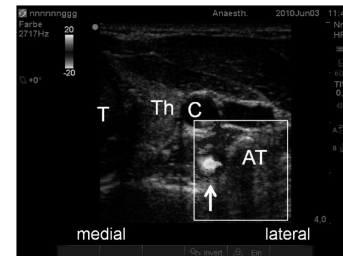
Sonoanatomy of the left anterior cervical region of C6 in a subject with an extralaminar vertebral artery (Doppler image, arrowhead) located immediately medial to the anterior tubercle (Chassaignac tubercle). AP indicates anterior tubercle; T, trachea; Th, thyroid; C, carotid artery.
